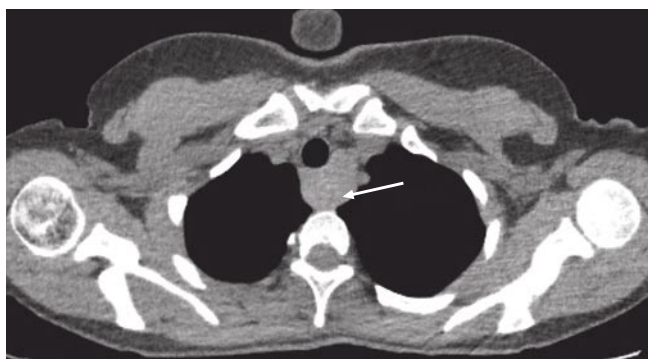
КТ (грудной клетки) пациентки Ш. Стрелкой указано новообразование заднего средостения.
